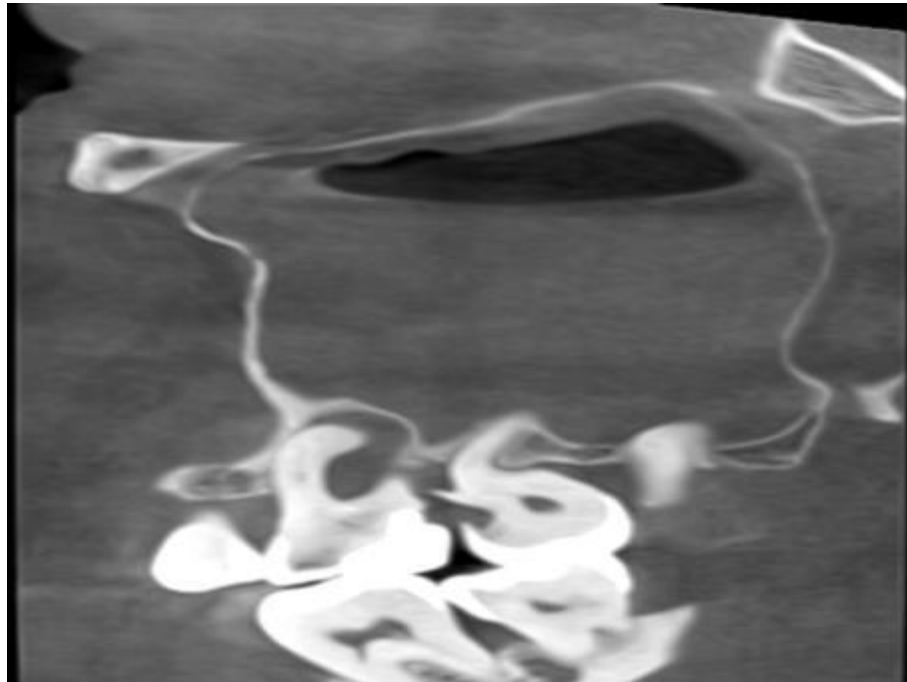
Конусно-променева комп'ютерна томограма (сагітальний зріз) верхньої щелепи пацієнта Ш., 51 рік, медична карта № 4.3293 (пояснення в тексті)
